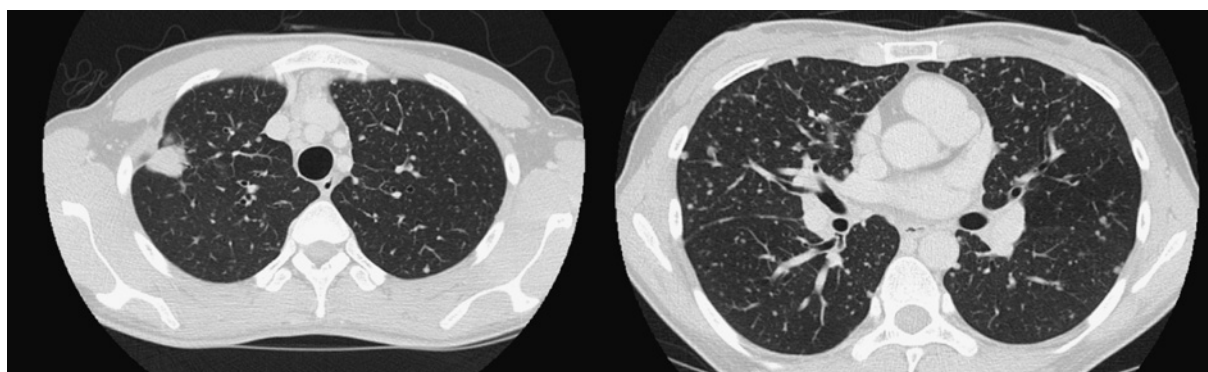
Chest CT (November 2011) showing the primary lesion on the right upper lobe and multiple nodules in the bilateral lobes.
